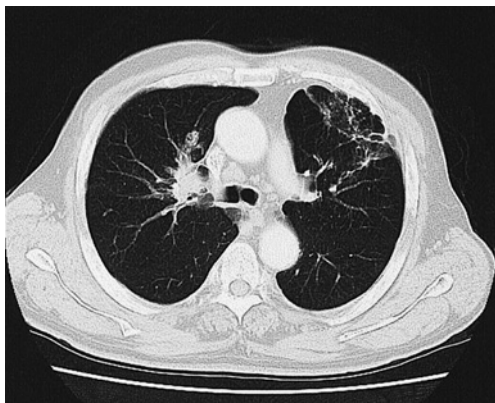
Chest CT scan showing a mass in the right upper lobe and swollen right paratracheal lymph node (#3) and right hilar lymph node (#10).
